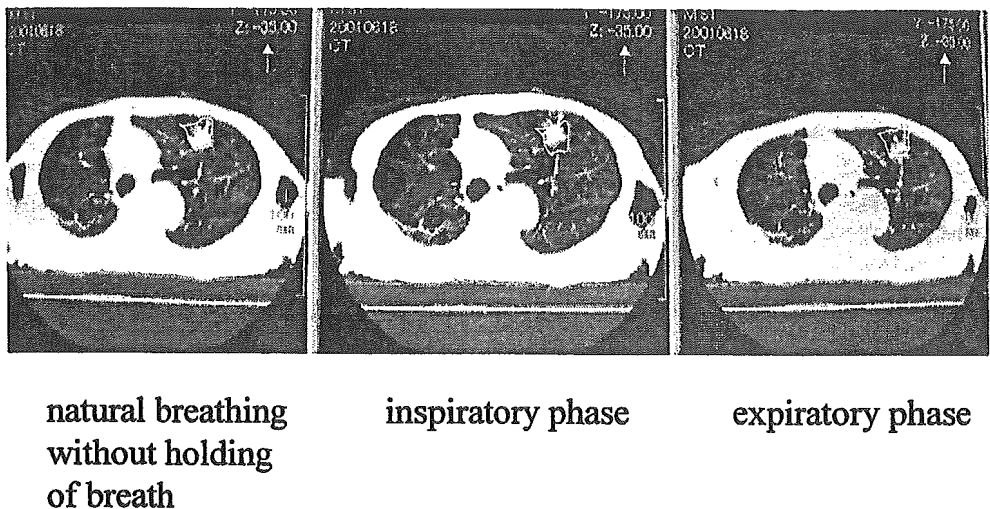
The computed tomography (CT) image on the left was taken under natural breathing without breath-holding. The center image was taken at the inspiratory phase, and the right image was taken at the expiratory phase. The visible tumor under natural breathing was contoured and is superimposed onto the CT image at other respiratory phases. Note that each CT image was taken with the bed at the same position (z-value is the same as -35.00). In the center and left CT images, the tumor moves anteroposteriorly because of natural breathing.
